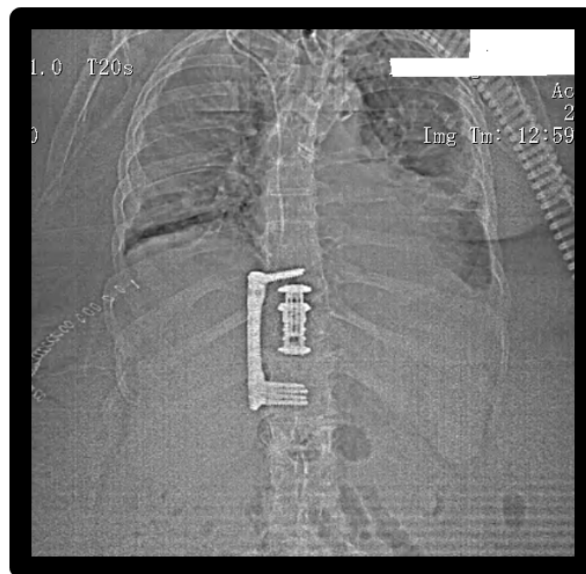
X-ray image after the stabilization of the thoracic spine
